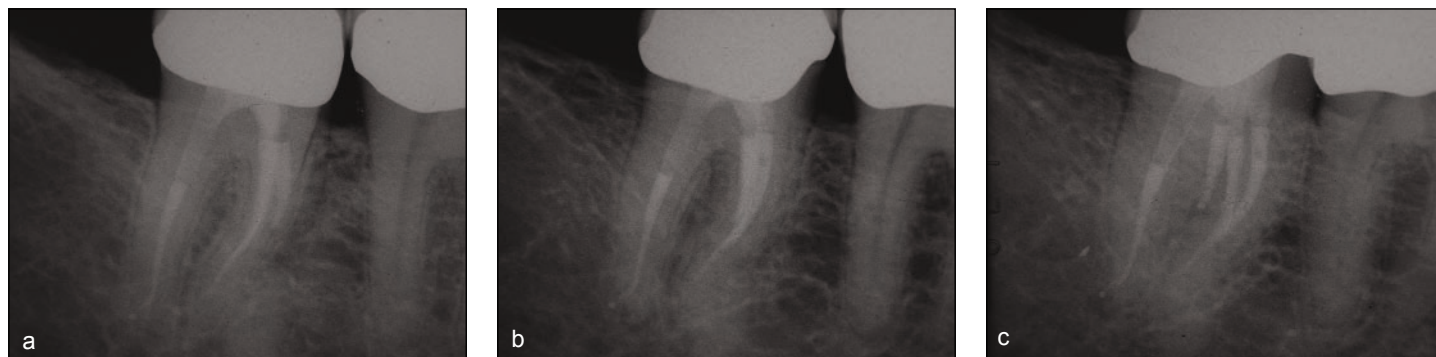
Radiografia finale.
